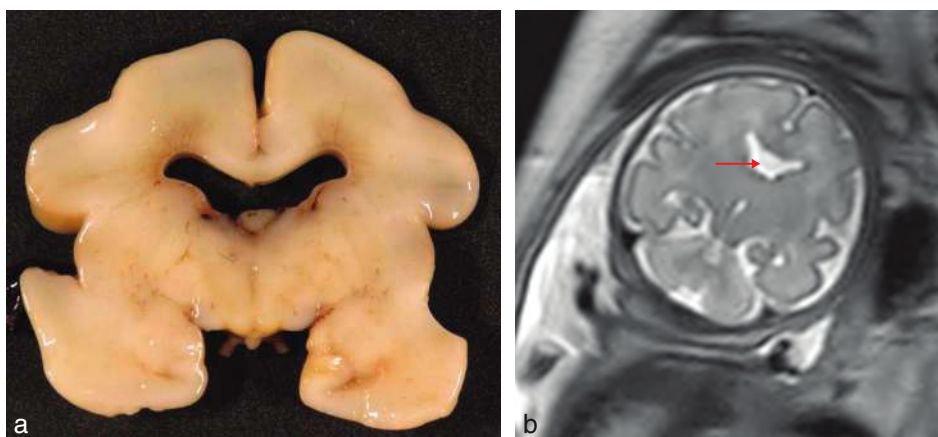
Agénésie septale isolée. a. 27 SA. Aspect foetopathologique. Coupe coronale antérieure. b. IRM. Coupe coronale en pondération T2 chez un fœtus présentant une agénésie septale (→). Source fig. 8.43a : Dr L. Devisme.
